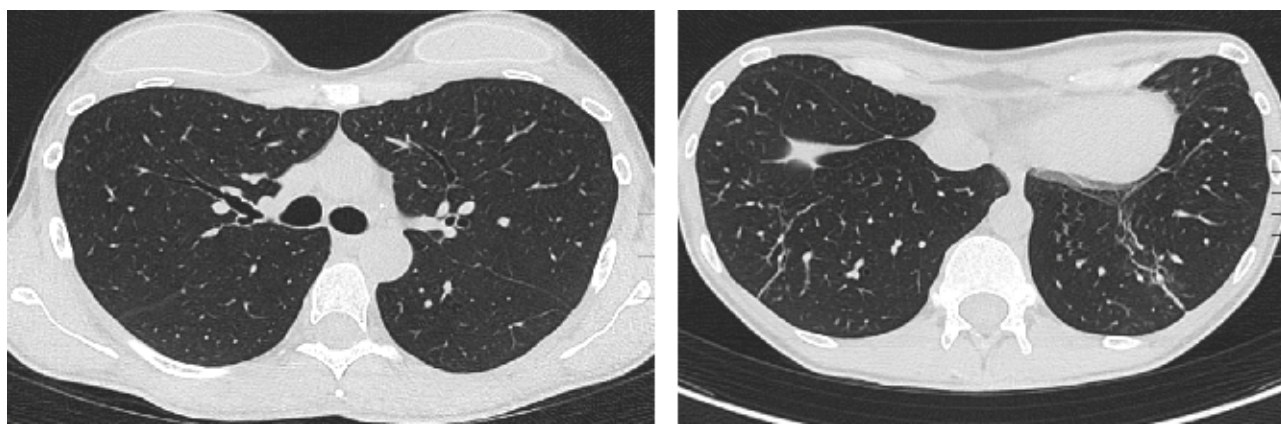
TC torace ad alta risoluzione a T+18 mesi (+10 giorni)
